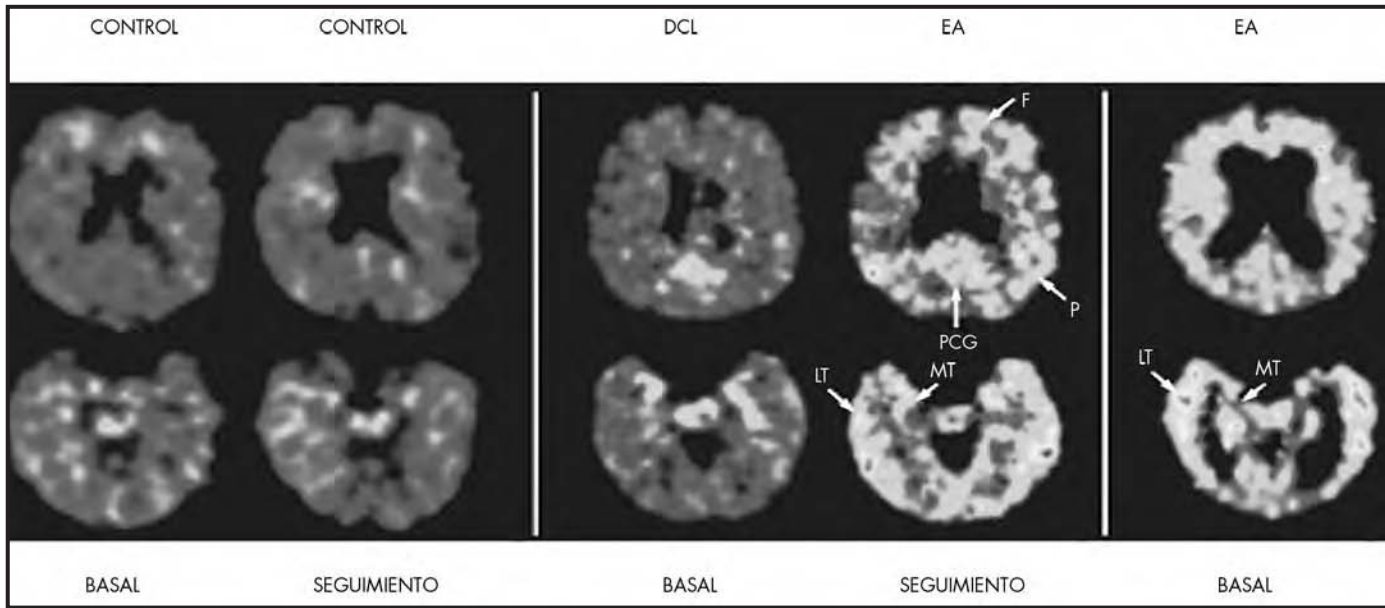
Imágenes de estudios de PET con ^{18}F -FDDNP de las regiones parietal (arriba) y temporal (abajo) en un sujeto control (en estudio basal y seguimiento posterior), en un sujeto con deterioro cognitivo leve (DCL) que evolucionará a enfermedad de Alzheimer (EA) y en un paciente con enfermedad de Alzheimer. En el sujeto con DCL al evolucionar a EA y en el paciente con EA se observa aumento de la captación frontal, temporal lateral y parietal (en la imagen con tonos claros) de ^{18}F -FDDNP. Se demuestra que ^{18}F -FDDNP está aumentado en períodos muy precoces de la patología; nos encontramos con un diagnóstico molecular precoz de la enfermedad. En este DCL el aumento de patología en MT y PCG es indicativo claro de enfermedad de Alzheimer. F: frontal, P: parietal, PCG: cingulado posterior, LT: temporal lateral y MT: temporal medial (imagen cedida por cortesía del New England Journal of Medicine y del profesor J. Barrio).
